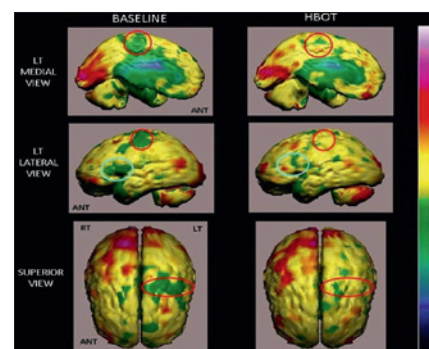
Scansioni SPECT prima e dopo OTI. Da Efrati S, Golan H, Bechor Y, et al. Plos One 2013.
